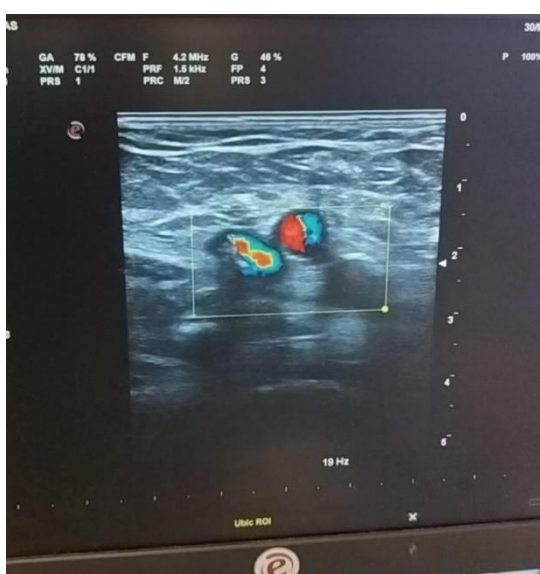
Secciones transversales del sistema venoso de miembro inferior con uso de doppler color donde se demuestra la técnica de compresión simplificada en la que no se produce el colapso de la vena femoral a pesar de la compresión con la sonda ecográfica
